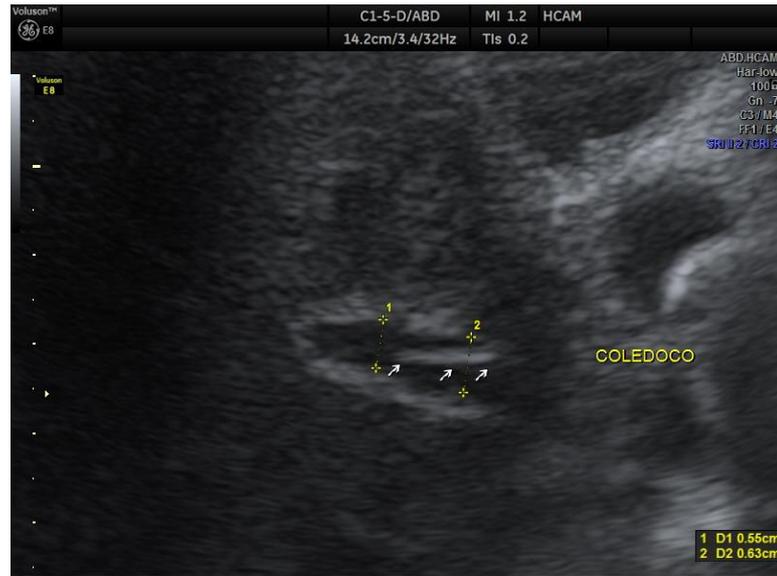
Ecografía Imagen ecogénica lineal en la luz del colédoco (signo de las 3 líneas)
